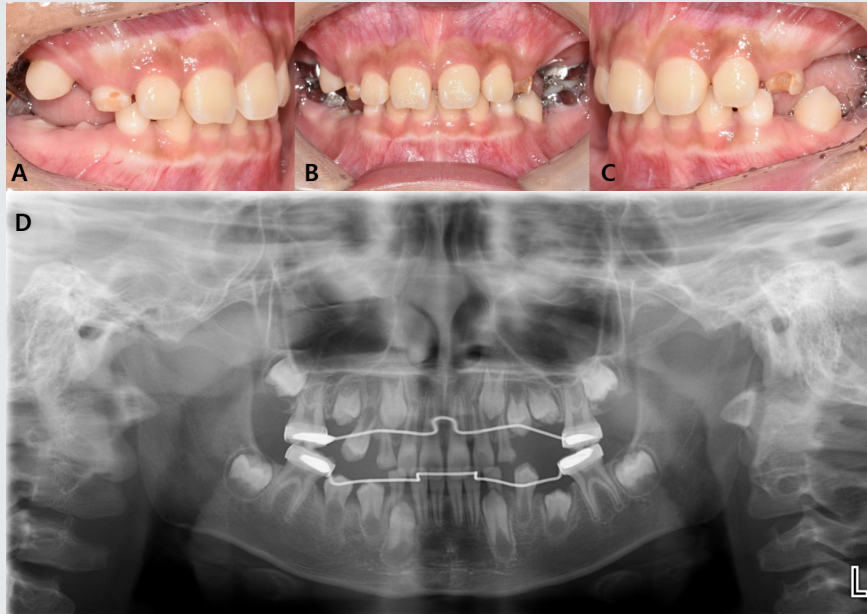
After 4 months, Intraoral photograph and panoramic radiograph. #44,45 were erupted.
